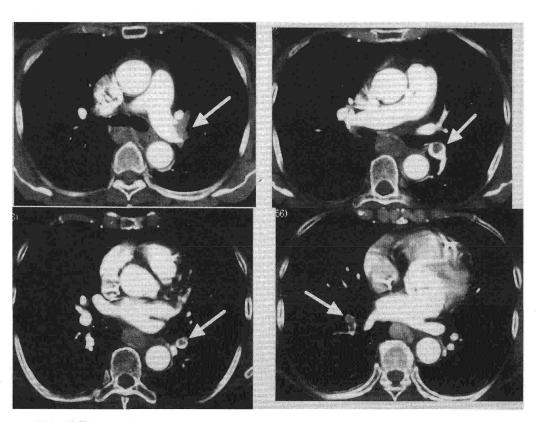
胸部 helical CT 矢印で示す如く, 左主肺動脈から末梢 A 9+10にかけてと, 右肺動脈 A 10に血栓像を認める.
